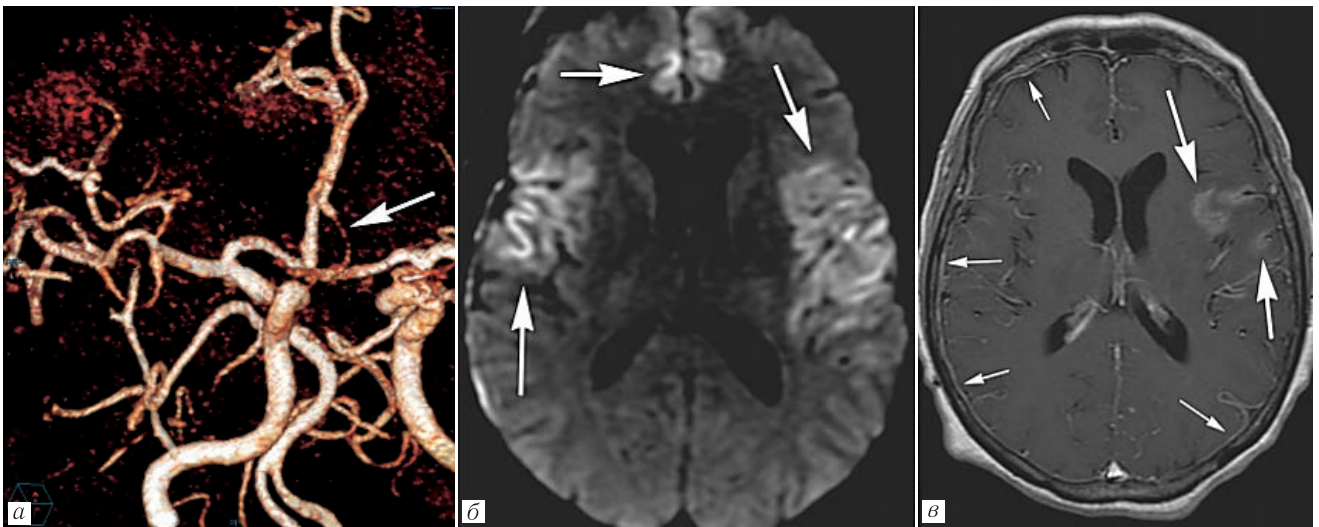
Васкулит и арахноидит у 45-летнего мужчины с судорожными припадками и головной болью, обусловленные НЦЦ. На изображении в режиме 3D-TOF (а) определяется участок стеноза в А1-сегменте левой передней мозговой артерии. В режиме DWI (б) выявляются участки ишемии в виде рестрикции диффузии. После введения контрастного вещества в режиме T1 (в) определяются зоны контрастного усиления в субарахноидальном пространстве, соответствующие арахноидиту, а также диффузное пахименингеальное контрастное усиление [8]
